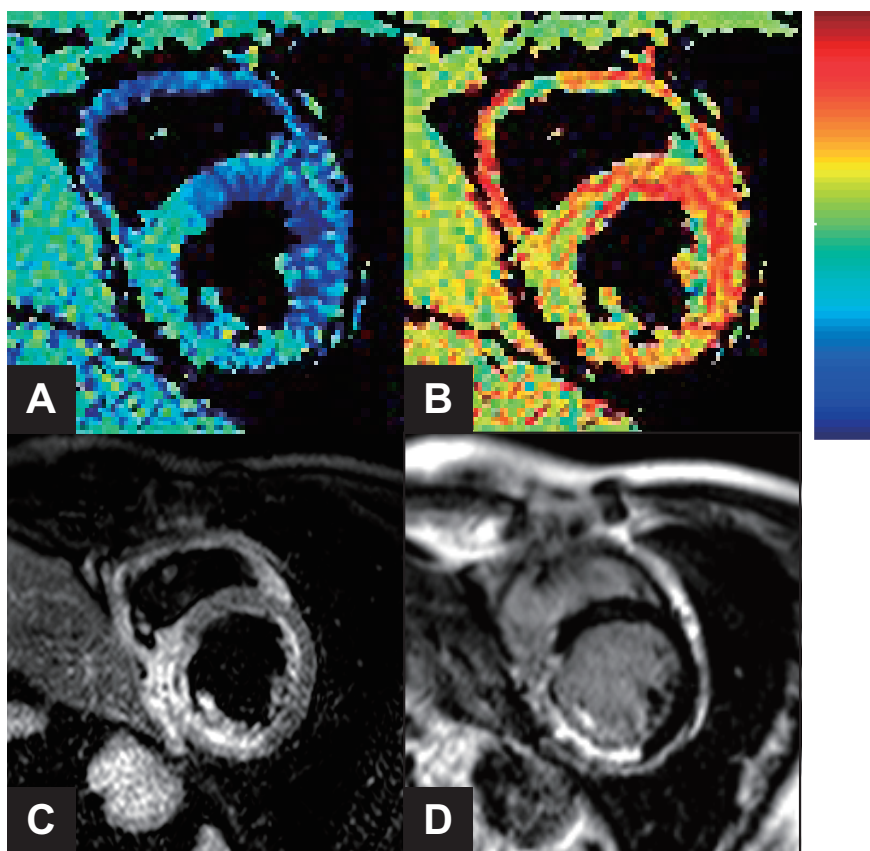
50代男性，急性下壁梗塞．DENSE MRIから得たcircumferential strain画像（A），radial strain画像（B），T2強調MRI（C），遅延造影MRI（D）．遅延造影MRI（D）では下壁に梗塞が認められる．T2強調画像では梗塞領域よりもやや広い範囲に浮腫がみられる．DENSE MRIによるストレイン画像では，心筋浮腫領域にほぼ一致して心筋ストレインの低下がみられる．
